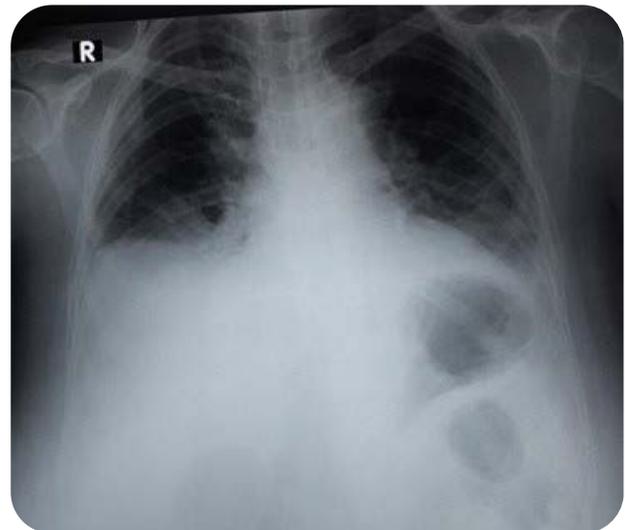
Radiografía de tórax en bipedestación, incidencia anteroposterior, en la que no se constató neumoperitoneo.
